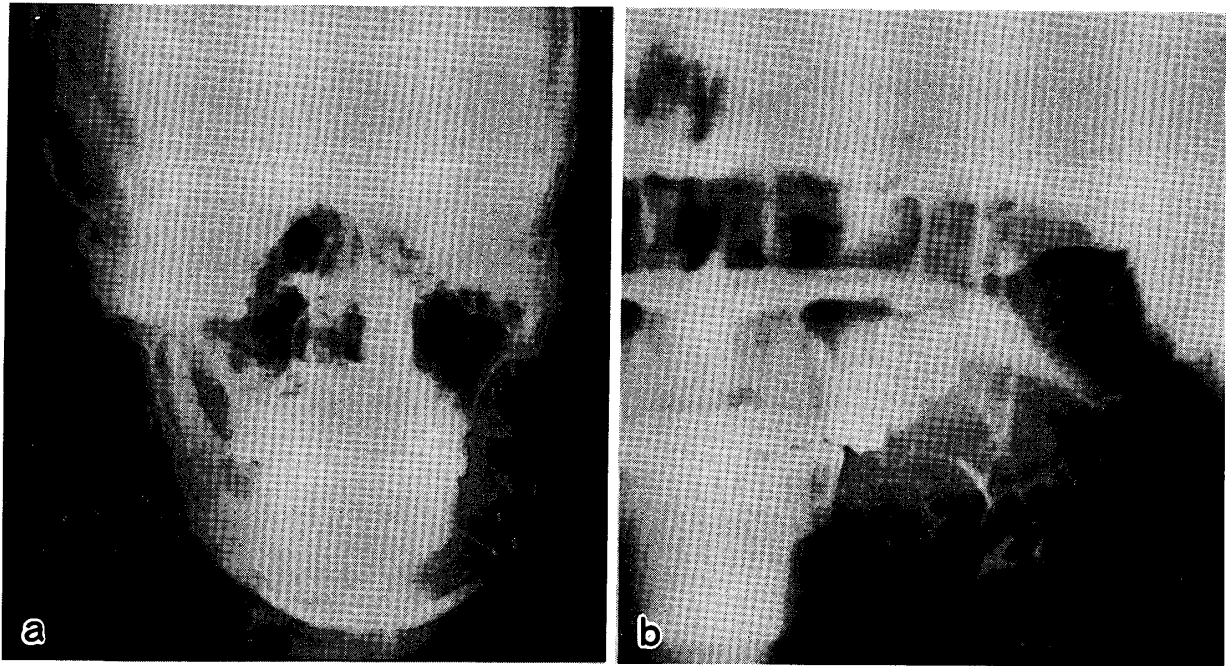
歯原性粘液腫の1例 (a: P→A像, b: パノラマ X線像; 多胞性の X線透過像として認められるが, 隔壁は樹枝状を呈し, 台形や三角形に直交している)
